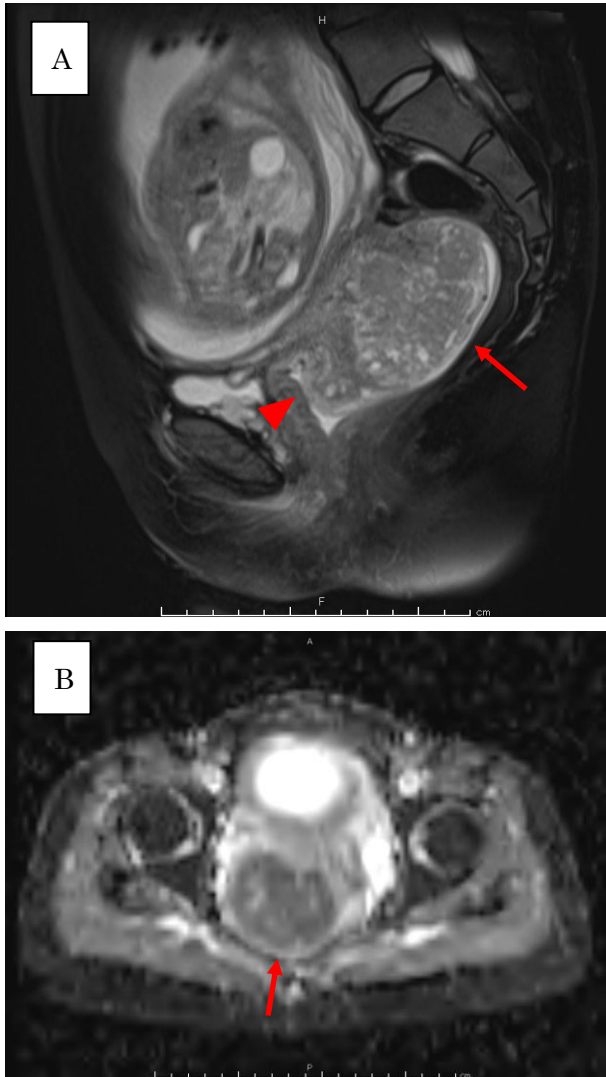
骨盤部単純 MRI 検査 (妊娠 26 週)
